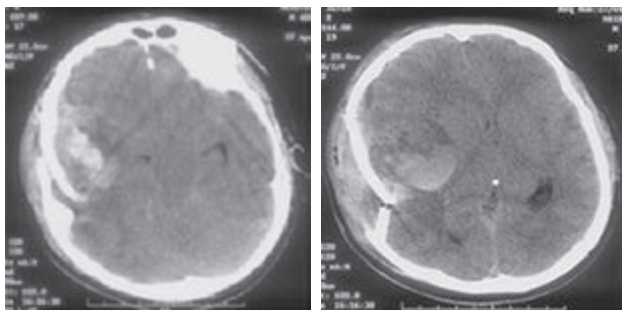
Компьютерные томограммы головного мозга при поступлении больного. Аксиальная проекция. Вдавленный перелом правых височной и теменной костей. Травматическая внутримозговая гематома в правых височной и теменной долях объемом 40 см³. Смещение срединных структур влево на 12 мм. Отсутствие визуализации параселлярных, охватывающей и четверохолмной цистерн. Дислокация ствола мозга влево
